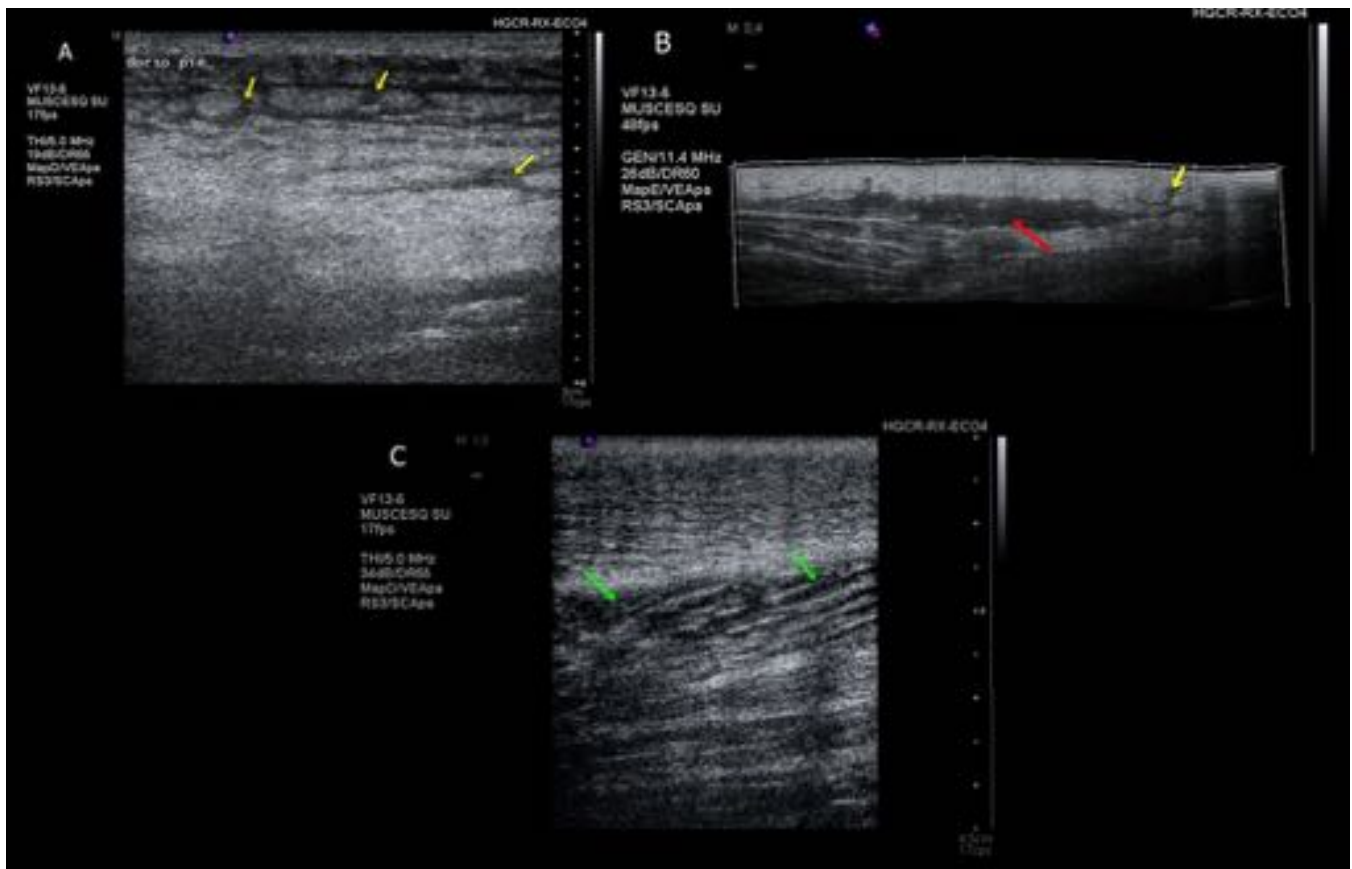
Imágenes de ecografía de tejidos blandos. Alteración del tejido celular subcutáneo con presencia de bandas líquidas que disecan los lobulillos grasos en relación con celulitis [flechas amarillas], que confluyen en una imagen de pseudocolección [flecha roja]. Engrosamiento e hipoecogenicidad muscular adyacente que en el contexto descrito podrían sugerir cierto grado de compromiso muscular (miositis) [flechas verdes].
